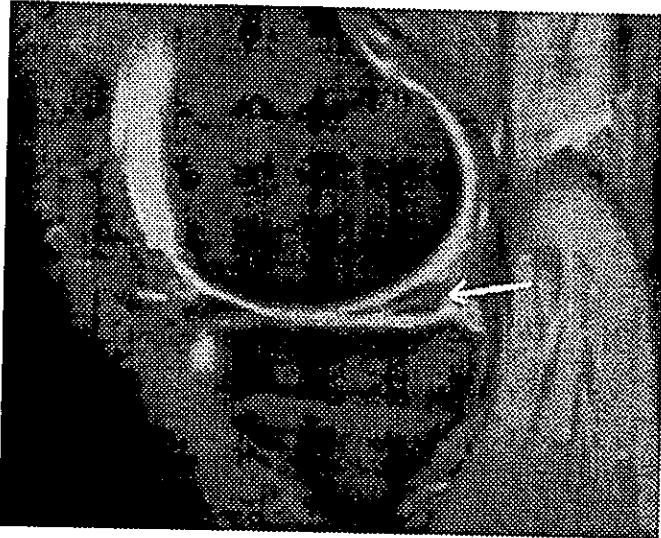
IRM Eco Gradiente en Sagital con FL2D 25 Tiempo de Relajación 612 Tiempo de Eco 18 donde se observa Fractura Conminuta del Cuerno Posterior de Menisco Medial y Derrame en el Receso Medial.
